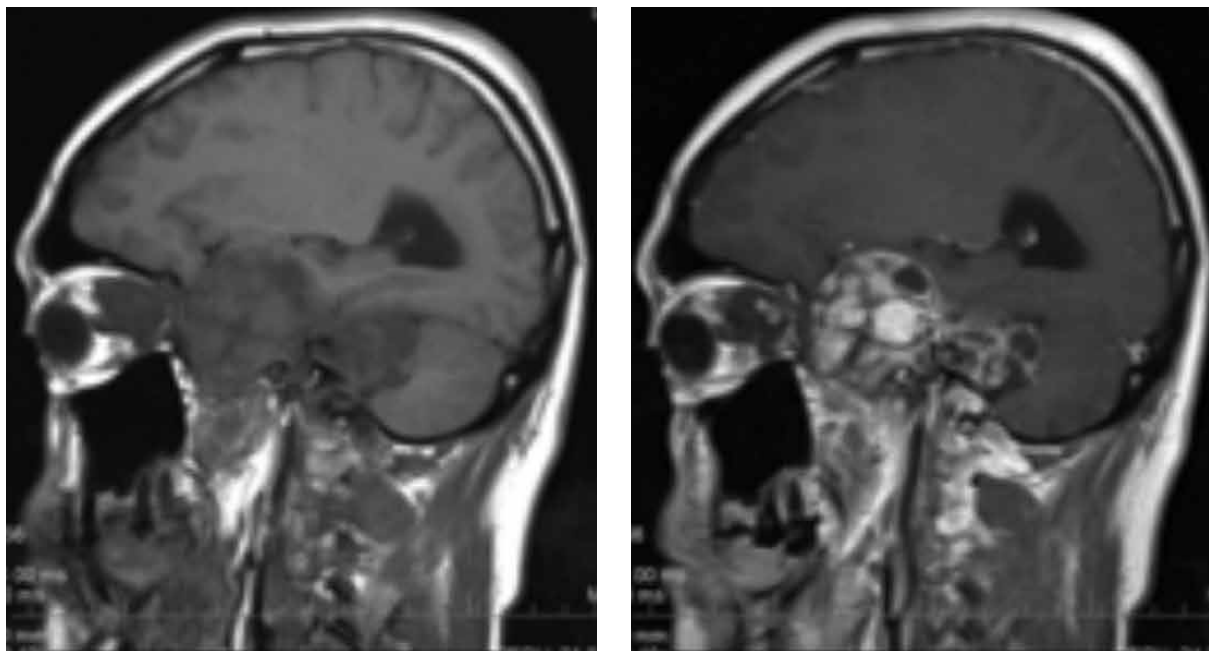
Resonancia magnética.
